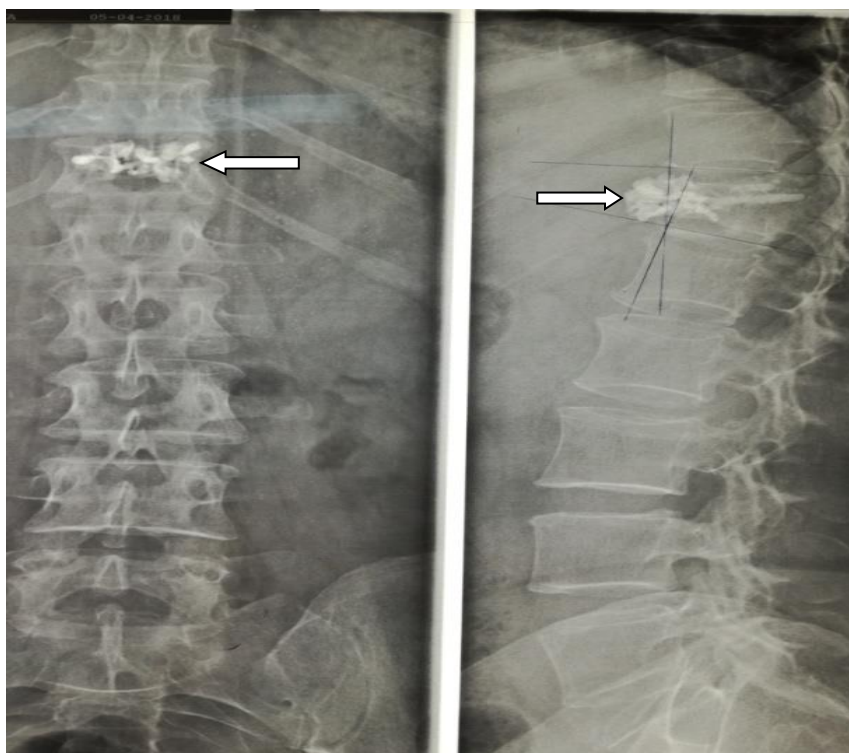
radiographie du rachis dorsolombaire après vertébroplastie du D12
